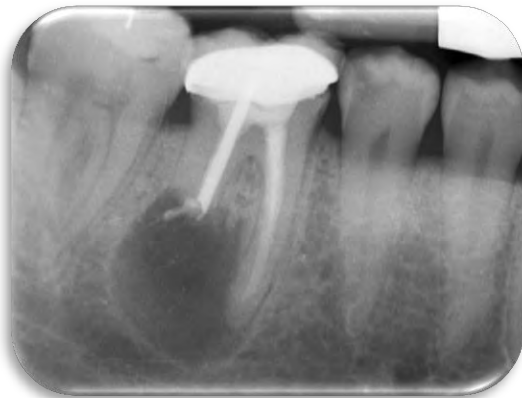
Radiografía inicial (Febrero 2016)
